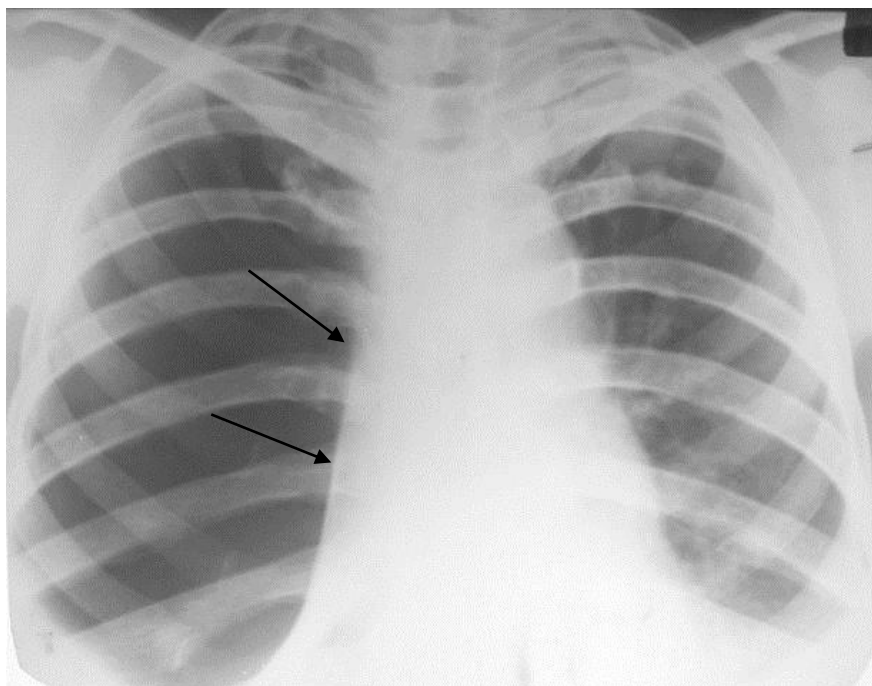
Обзорная рентгенограмма грудной клетки в прямой проекции. Обширное просветление справа, легочный рисунок отсутствует в области просветления. Правосторонний пневмоторакс. Компрессионный ателектаз правого легкого (стрелки)
